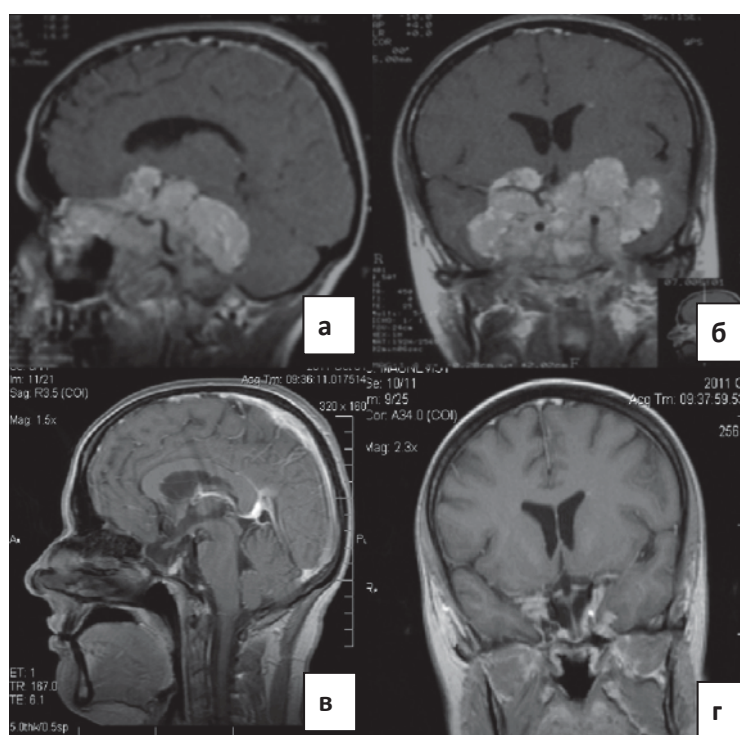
МРТ пациентки П. а, б – МРТ головного мозга до начала лечения каберголином; в, г – МРТ на момент развития назальной ликвореи
